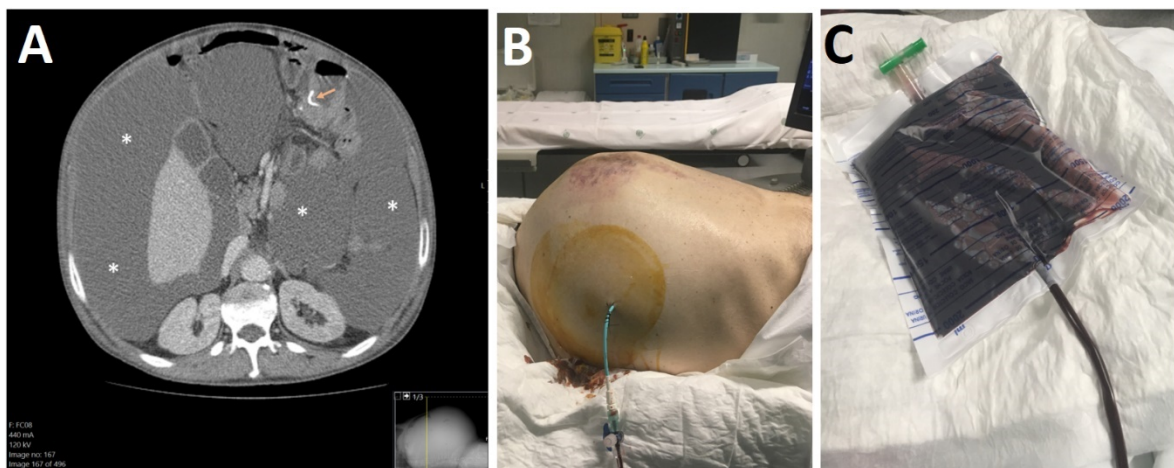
Caso 2 Paracentese - A) Na TC com contraste adquirida durante a fase portal, em plano axial, observa-se ascite de grande volume (asteriscos). Sutura cirúrgica de gastrectomia total (seta); B) dreno *Skater* posicionado no flanco esquerdo, suturado à pele e adaptado a um saco coletor; C) drenagem de líquido hemático em quantidade abundante no saco coletor após a colocação do dreno.
